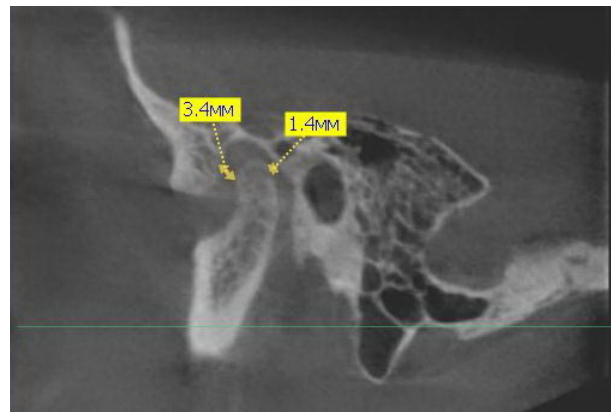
Дистальное смещение головки (КТ исследование) ВНЧС левая сторона
